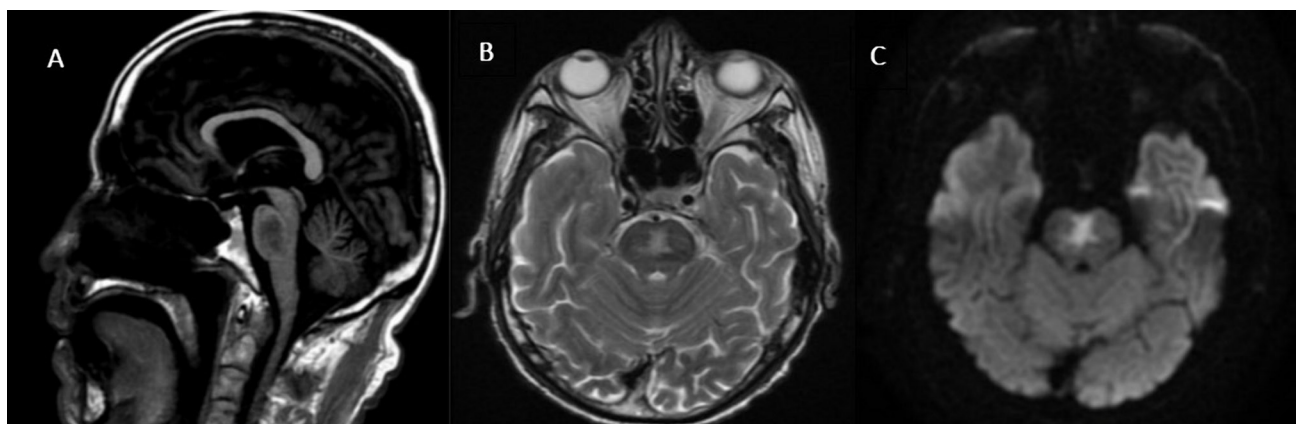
(A) IRM con Secuencia sagital con información T1 con cambios de hipointensidad localizada en el puente a nivel central, sin efecto expansivo (B) Secuencia en T2 axial en donde apreciamos hiperintensidad central con leve configuración triangular en “tridente” con respeto de la señal en la periferia pontina. (C). Secuencia de difusión DWI con valor de B1000 con restricción al movimiento a las moléculas de agua.
